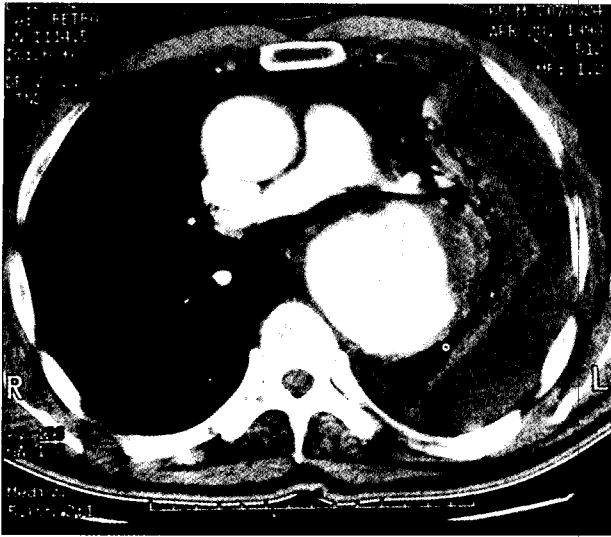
Enhanced chest computed tomography(CT) reveals both ascending and descending aortic aneurysm, and the left hemothorax, suggesting the descending aortic aneurysm rupture.
